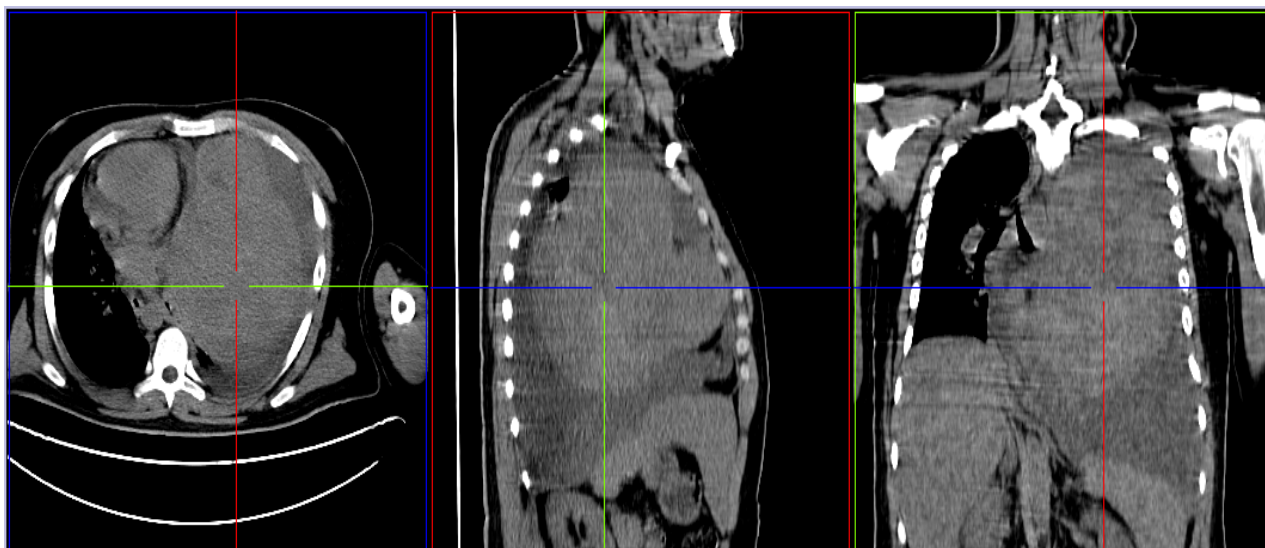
PET-FDG (Outubro/2009): Volumosa massa no hemitórax esquerdo (15x15 cm de eixos ântero-posterior e transversal), com invasão vertente esquerda do mediastino, indissociável do pericárdio e colapso do pulmão contra-lateral. Derrame pleural esquerdo.
